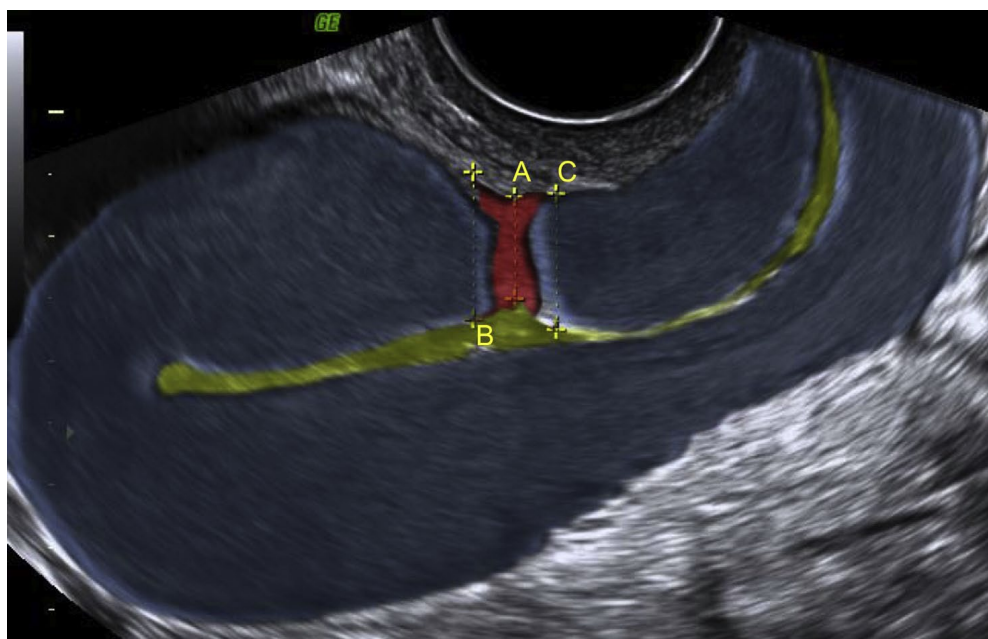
Plano uterino sagital obtido por ultrassonografia transvaginal seis semanas após a cesariana, mostrando espessuras da cicatriz da cesariana - (A), miométrio proximal (B) e miométrio distal (C). Fonte: Dosedla *et al.* (2012).
